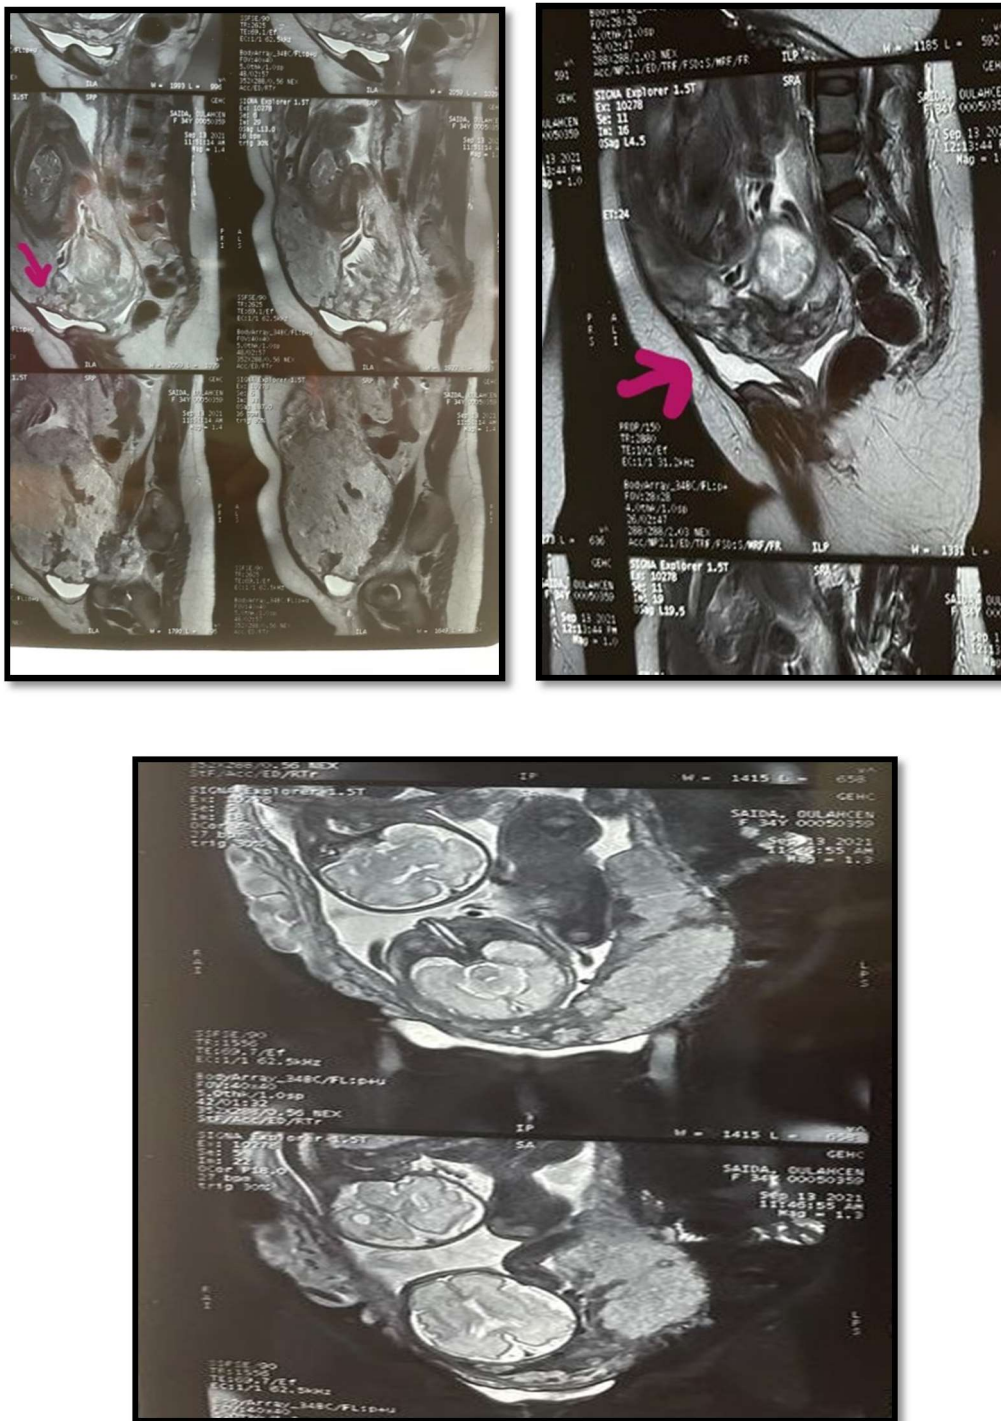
images d'IRM placentaire montrant l'irrégularité de la paroi vésicale et le bombement placentaire en faveur de placenta percreta dans un contexte de grossesse gémellaire
